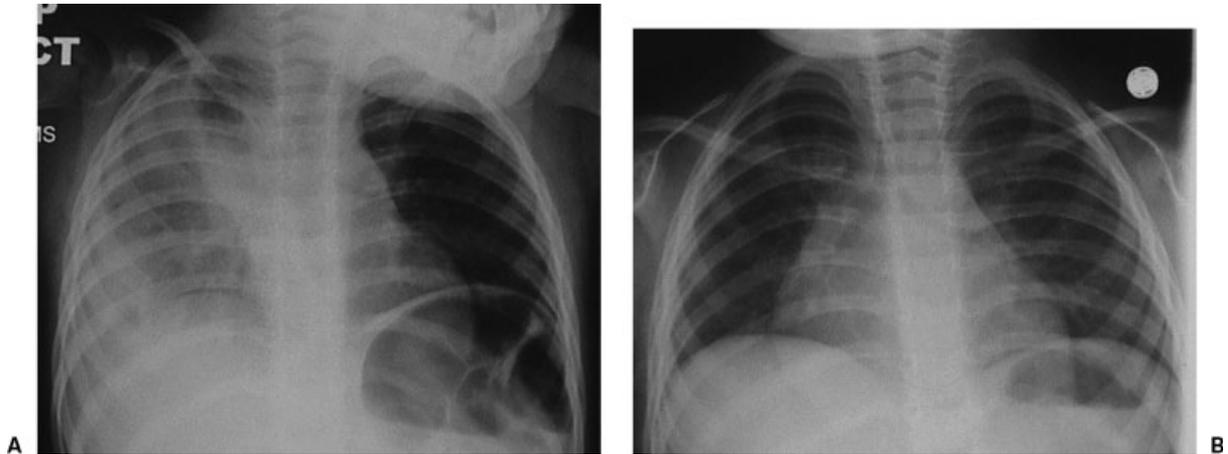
radiographie thoracique d'un enfant de 2ans traité par fibrinolyse : (A) avant le drainage (B) après 6 semaines. (7)
